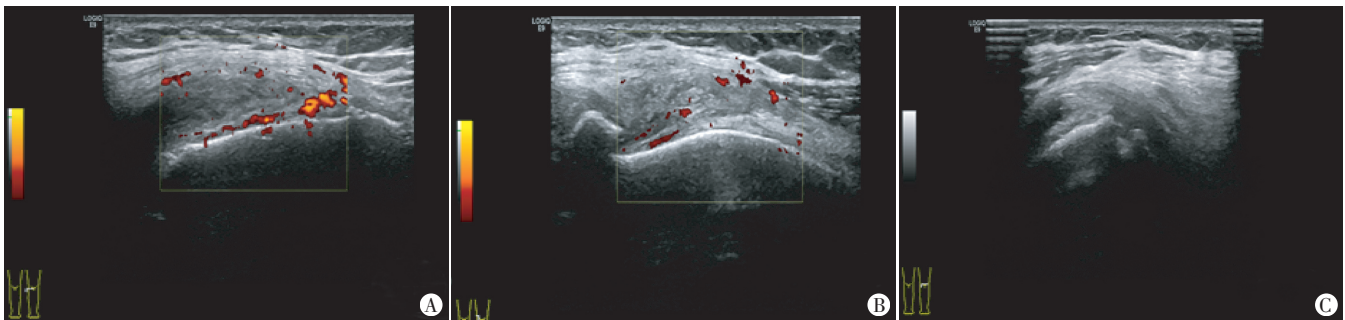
同一B型血友病患者膝关节超声图像,左膝关节HEAD-US-C评分10分
